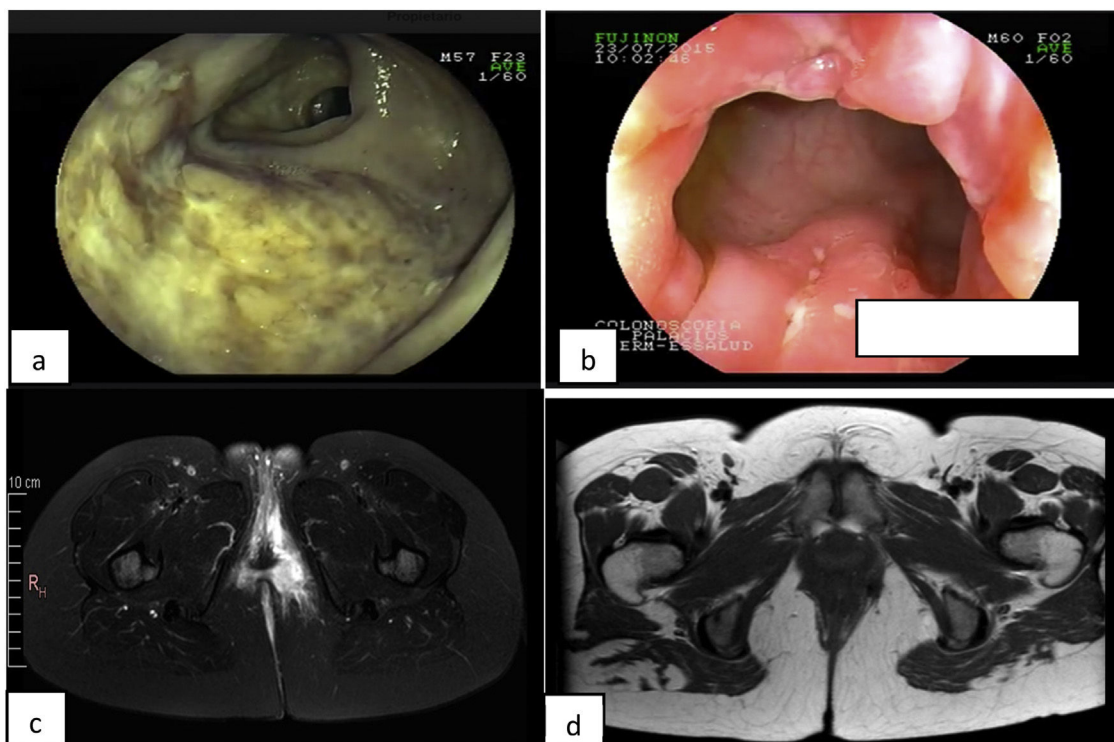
a: Úlcera profunda en íleon terminal en el inicio de la enfermedad. b: Fisuras anales profundas. c: Resonancia que muestra absceso perianal. d: Resolución del absceso.
